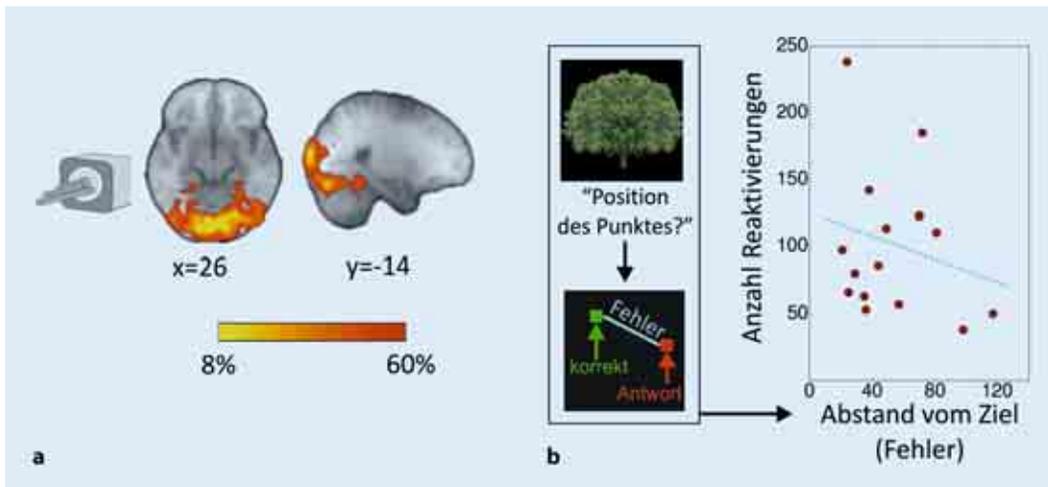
▲ Stimuluspezifische Repräsentationen in Netzwerken (funktionelle Magnetresonanztomografie, fMRT). Messungen mittels fMRT zeigen, dass die Reaktivierung spezifischer Gedächtnisspuren im ruhigen Wachzustand und im Schlaf förderlich für die Gedächtniskonsolidierung ist. a Relevante Gehirngebiete. b Intra-individuelle Korrelation zwischen der Häufigkeit der Reaktivierung spezifischer Gedächtnisspuren und dem anschließenden Gedächtnis an die entsprechenden Inhalte. Je häufiger eine spezifische Gedächtnisspur reaktiviert wird („Anzahl Reaktivierungen“), desto geringer ist der Fehler beim anschließenden Abruf („Abstand vom Ziel“). Abbildung von Lorena Deuker
